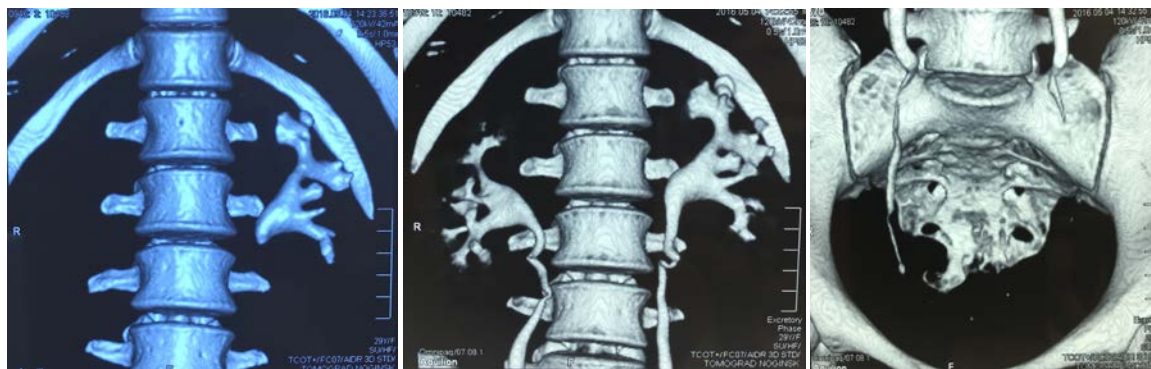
Пациентка В., 30 лет. МСКТ. Полный коралловидный камень в левой почке и камень в нижней трети правого мочеточника
